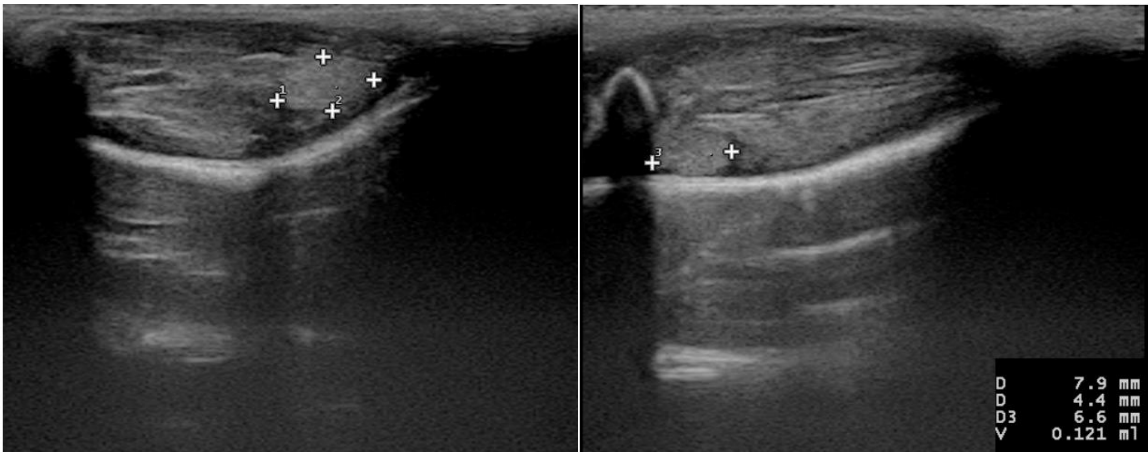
Grup K2 Postoperatif 1. Gün USG
